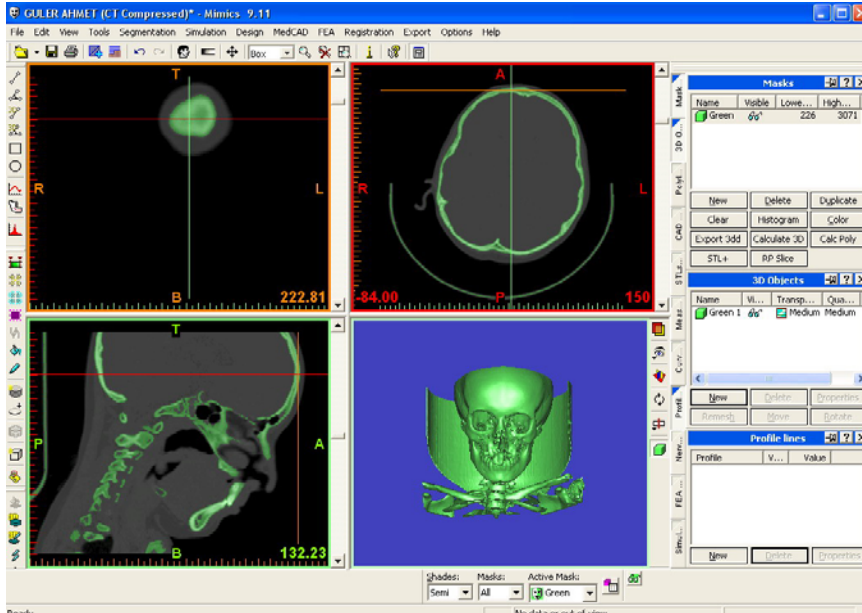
BT x-ray gri skalası
